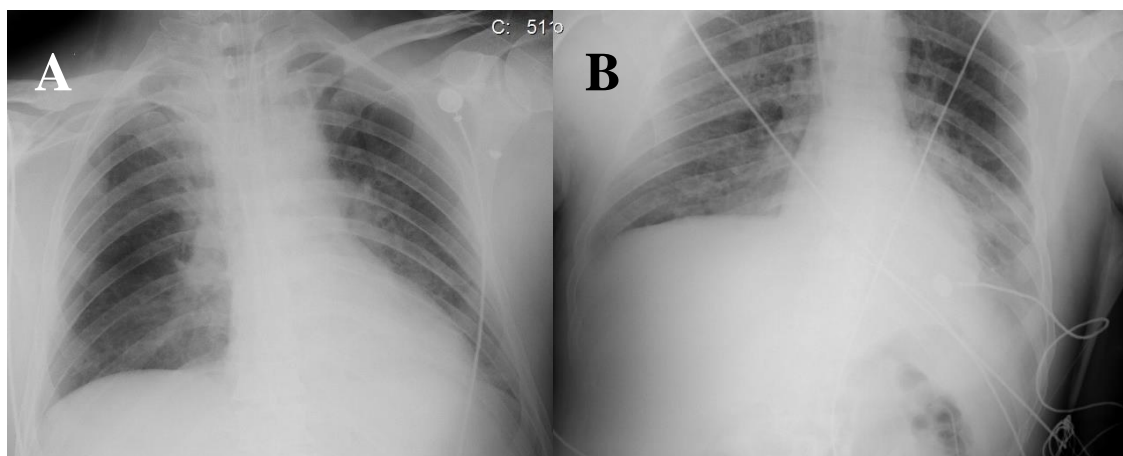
Radiografia de tórax na admissão no SMI (A) e ao terceiro dia de internamento (B).
